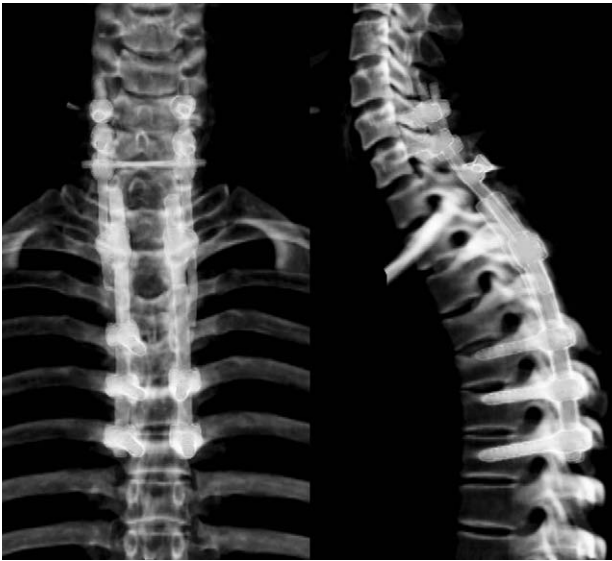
Postoperative 3D-CT scan shows good alignment of cervico-thoracic spines with good position of lateral mass screws at cervical spines and pedicle screws at thoracic spines.
